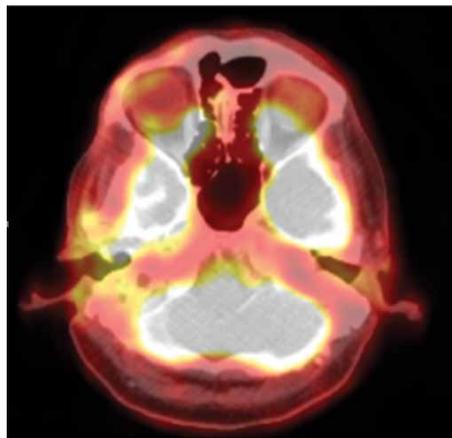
Positron emission tomography combined with computed tomography prior to treatment. Massive tumor near the right ear affecting adjacent structures (see description in the text)
